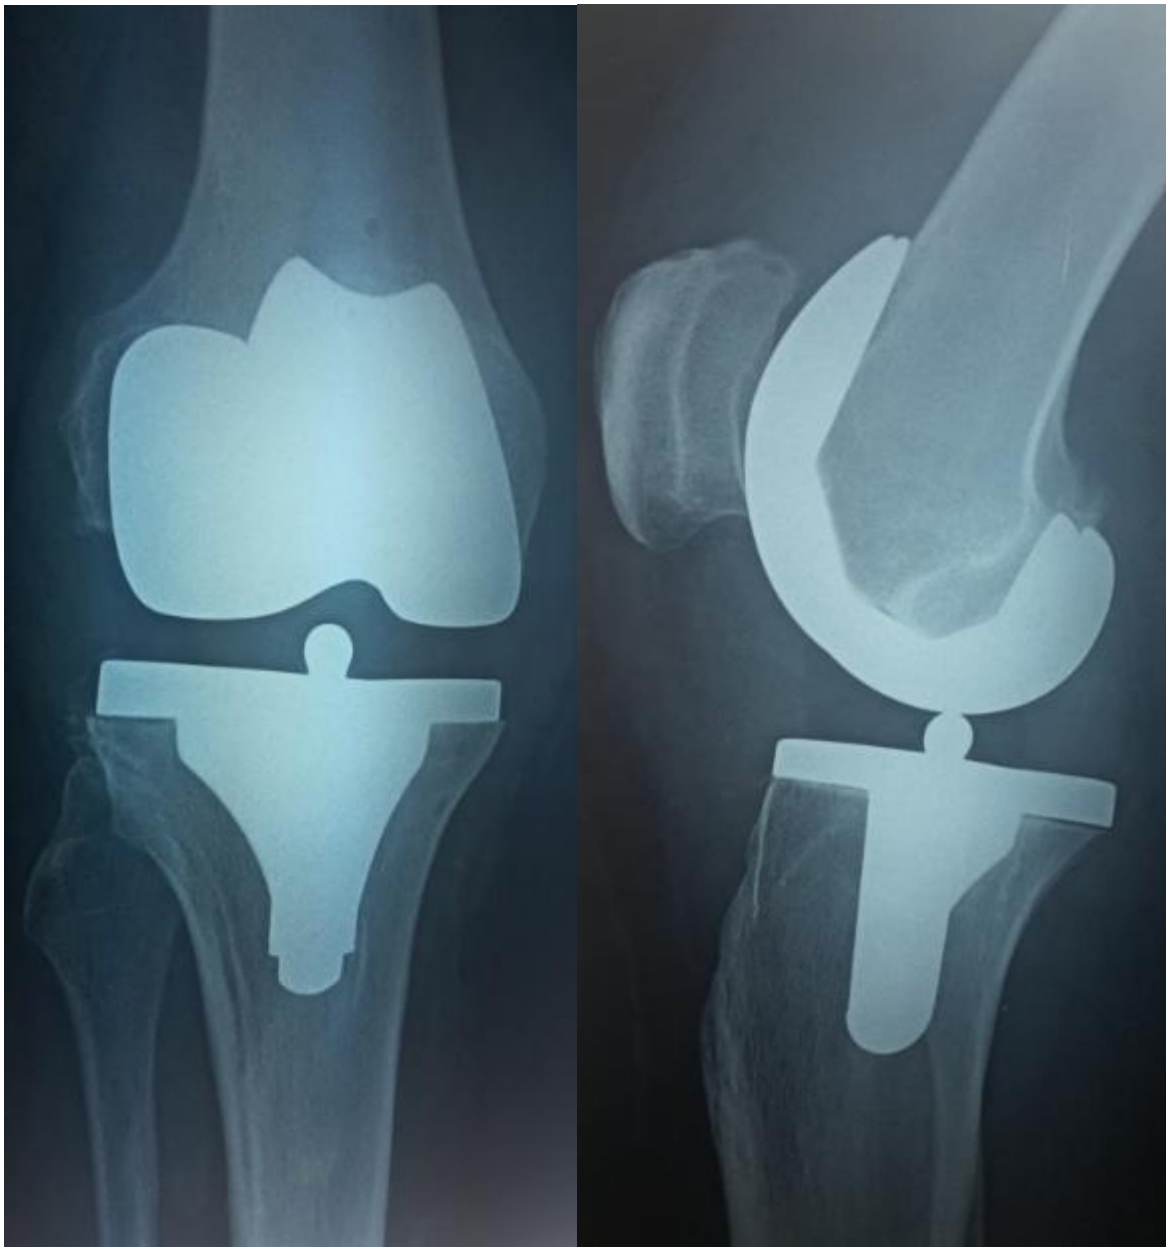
Contrôle radiographique après la pose de la prothèse totale du genou
